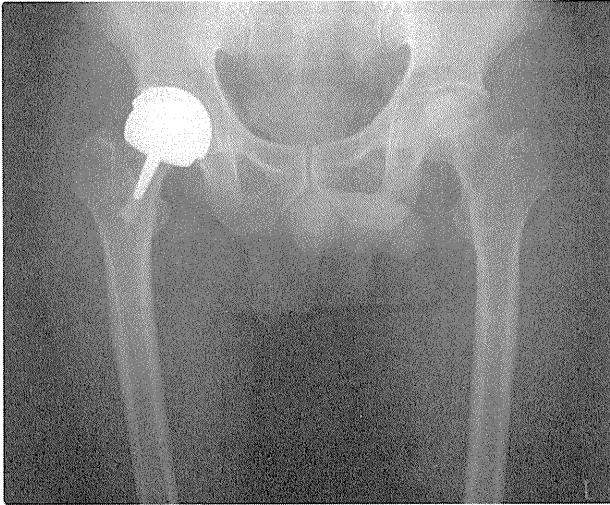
本症例の表面置換型人工股関節全置換術後の単純X線像
